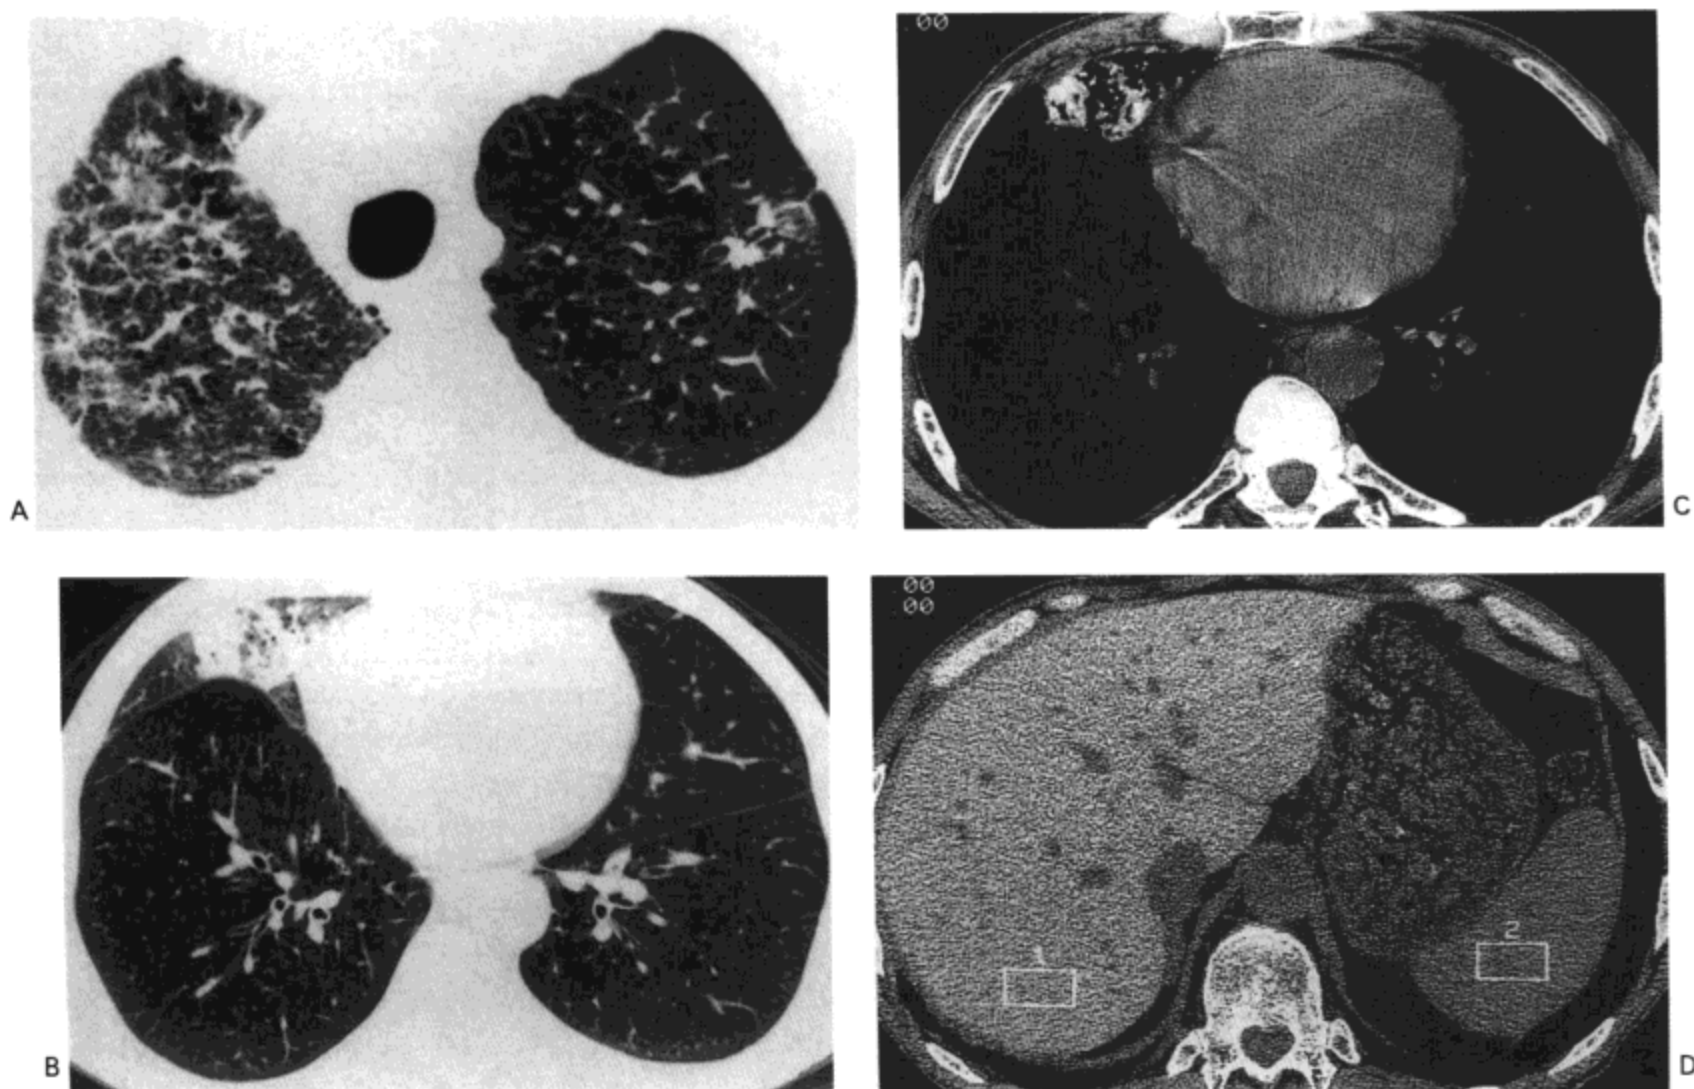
胺碘酮毒性反应。A：近肺尖部高分辨率 CT（1.5mm 层厚）示磨砂玻璃影与轻度的网状影，主要累及右肺上叶。左肺上叶内明显可见两个小的实变灶。B：向足侧一些的 CT 扫描影像示右肺中叶内局限性实变与磨砂玻璃影。C：图 B 同一影像的软组织窗示实变区的高密度。D：经上腹部的影像显示肝脏的密度增加。方形光标 1 内的平均衰减值为 77HU，脾脏（方光标 2）的平均衰减值为 49HU。
